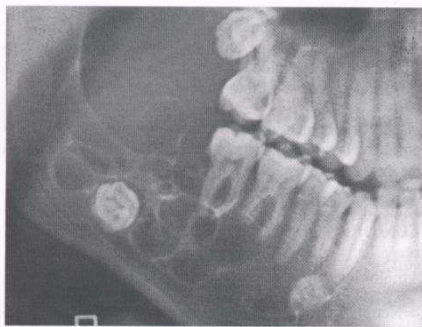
Ameloblastoma multilocular. La radiografía panorámica muestra una voluminosa lesión multilocular en un joven de 20 años. Obsérvese la presencia de un tercer molar inferior retenido y debajo de los premolares un área radioopaca compatible con una osteoesclerosis.
